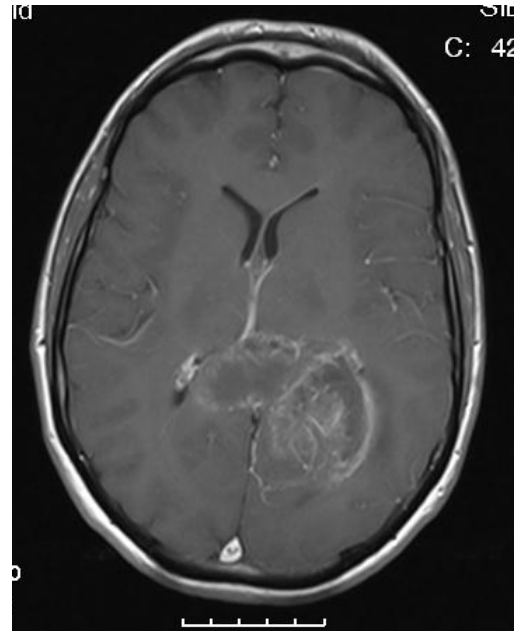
randständige Kontrastmittelaufnahme im MRT-T1 mit Kontrastmittelapplikation
